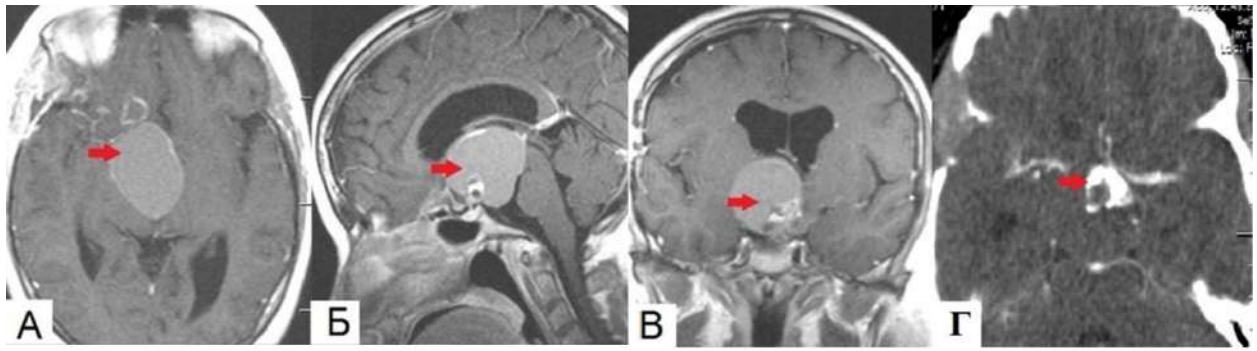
МРТ пациентки до операции. Большая стебельная краниофарингиома (продолженный рост). Красной стрелкой указана опухоль. А – аксиальный срез, режим T1 с контрастным усилением; Б - сагиттальный срез, режим T1 с контрастным усилением; В - коронарный срез, режим T1 с контрастным усилением; Г – КТ, аксиальный срез, красной стрелкой указан петрификат опухоли.
